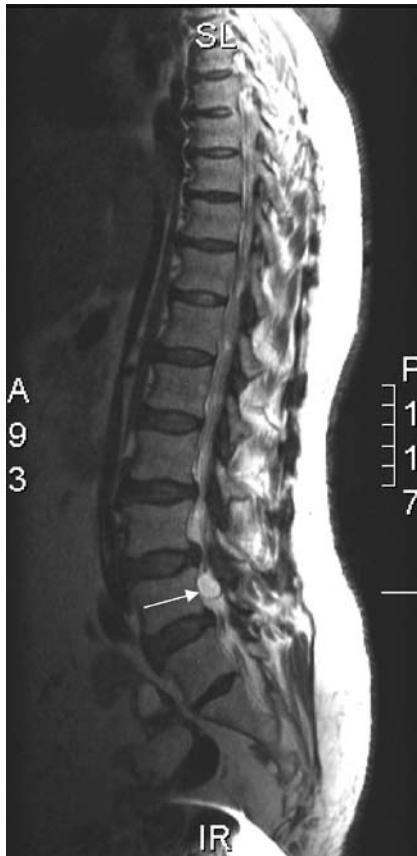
Serial MRI with the extraforaminal cyst at the lower lumbar spine.
